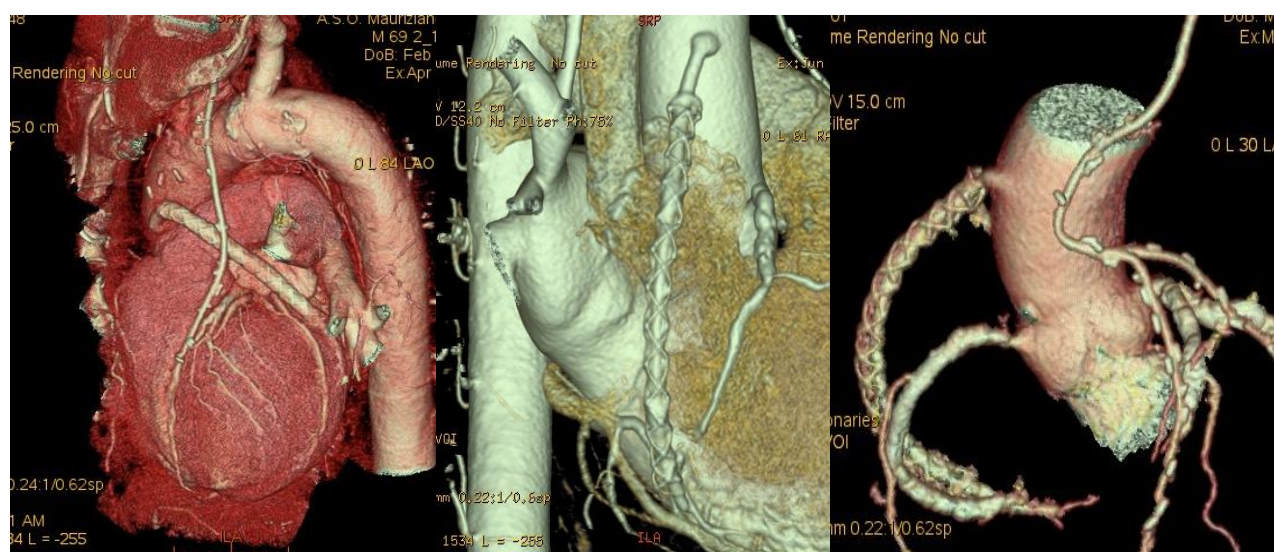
ricostruzione 3D alla TC coronarica con VEST in sede
